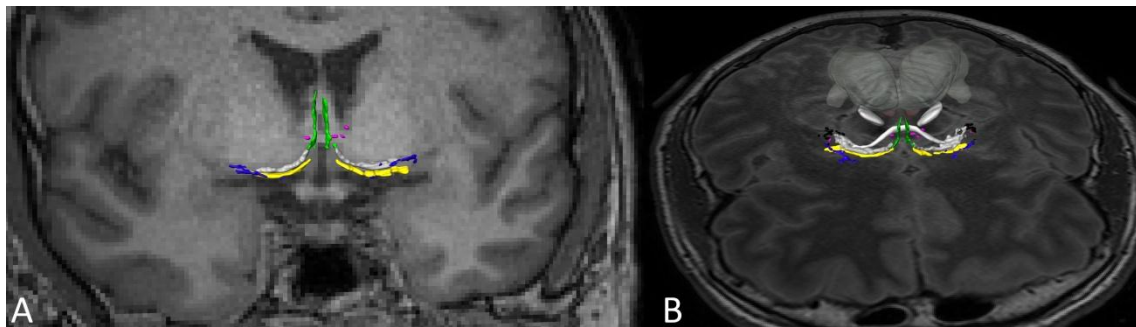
Der basale Vorderhirnkomplex in 3D Darstellung. (A) *Frontale kernspintomographische Ansicht* (B) *horizontale kernspintomographische Ansicht.*
